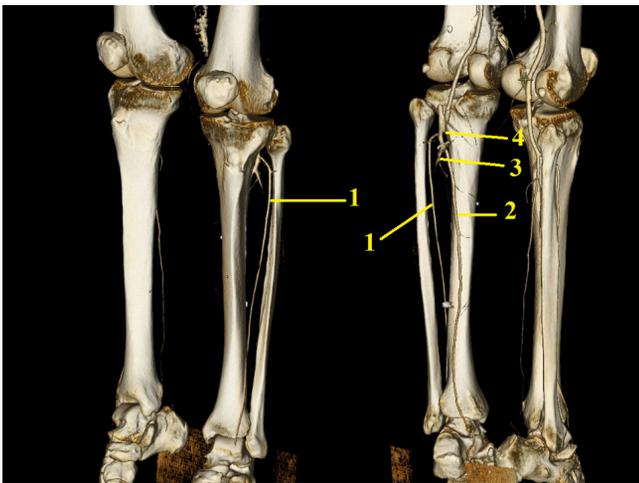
КТ АГ артерий нижних конечностей на 10 сут. после четвертой тромбэктомии и бедренно-дистальноподколенного шунтирования реверсированной аутовены.
